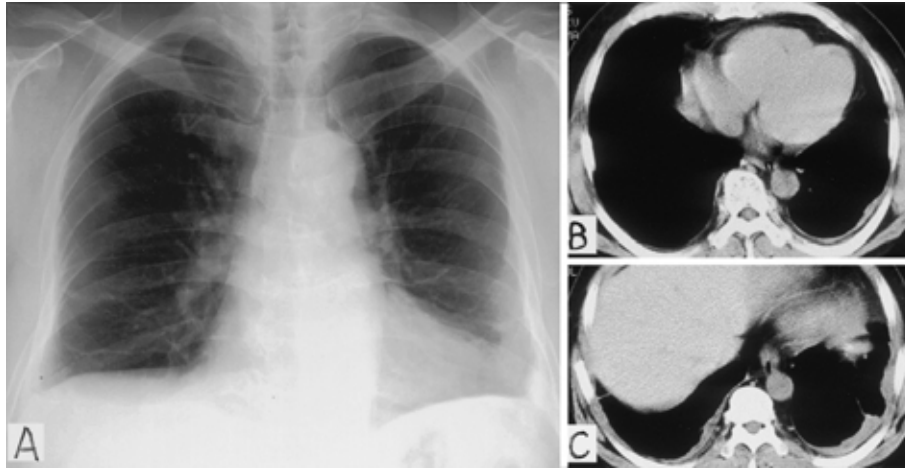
A : Chest radiograph showing improvement. B, C : Chest CT scan showing improvement of bilateral pleural effusion.
